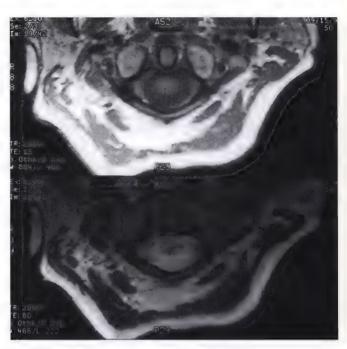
Vues axiales de l'IRM du rachis cervical.
